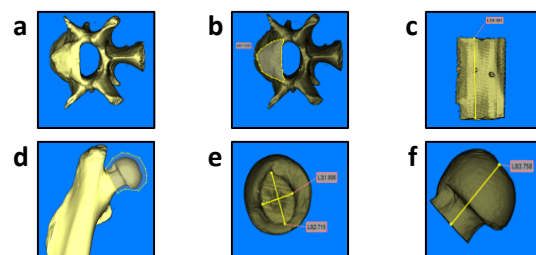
μ CT images (a,d). L4: (b) cross-sectional area (A), (c) height (h). Femoral neck: (e) major (D_{maj}) and minor (D_{min}) diameter, (f) length (L)
